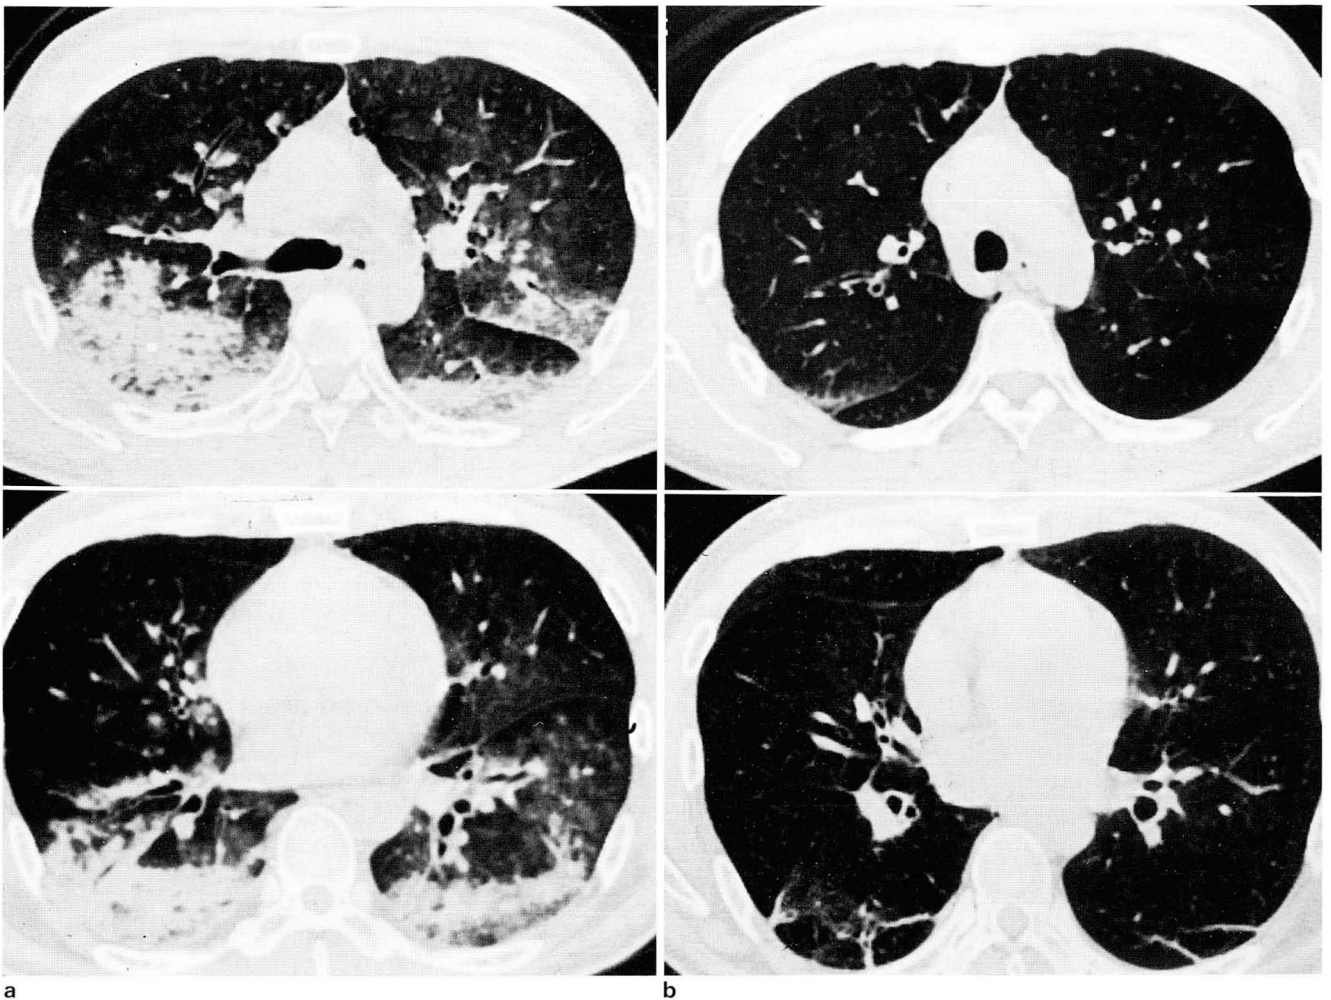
CT scans of a 45-year-old man with hydrogen sulfide gas poisoning.
